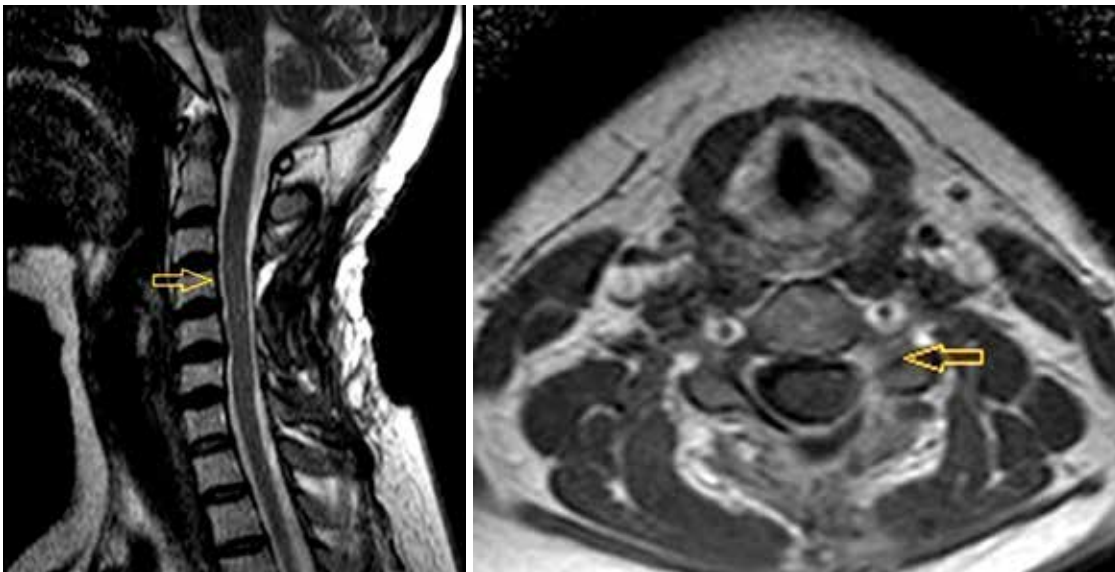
МРТ шийного відділу хребта з контрастуванням, Т2-режим. Післяопераційний контроль через 6 міс після видалення менингіоми. Simpson II
